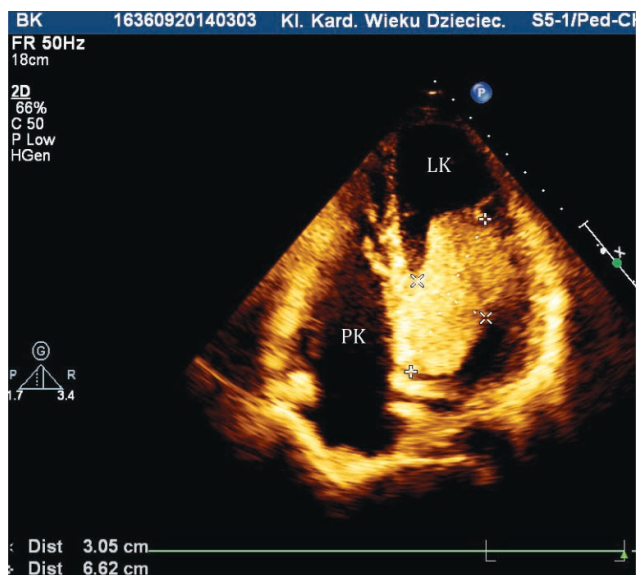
Przekłatkowe badanie echokardiograficzne, projekcja przymostkowa w osi długiej lewej komory – modyfikowana, widoczne mnogie guzy serca (*rhabdomyoma*) w drodze odpływu z lewej komory, przegrodzie międzykomorowej, prawej komorze u noworodka ze stwardnieniem guzowatym
